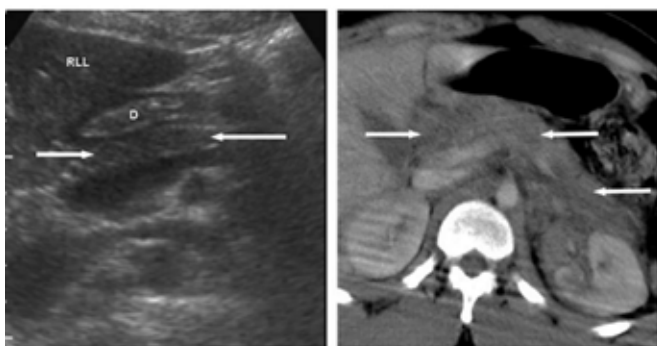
Trauma de pâncreas em adulto. Imagens “a” é de ultrassonografia, a imagem “b” é de tomografia computadorizada².
